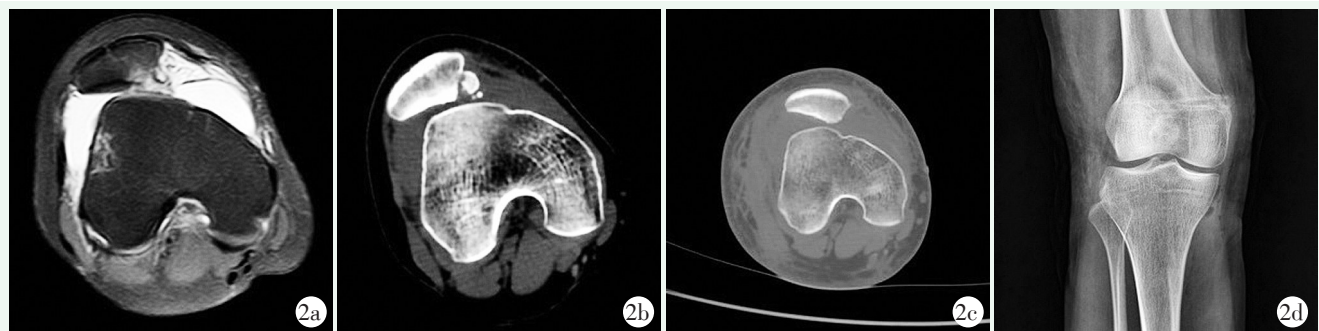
患者，女，19岁，复发性髌骨脱位，行内侧髌股韧带重建术治疗 2a, 2b: 术前MRI和术前CT，显示滑车呈穹顶形，为Dejour C型滑车(重度组)，髌骨向外侧半脱位，髌骨内侧骨软骨骨折 2c: 术后CT可见髌股关节对位可，右髌骨较前复位 2d: 术后X线片示髌骨形态及位置良好，可见内固定器影
